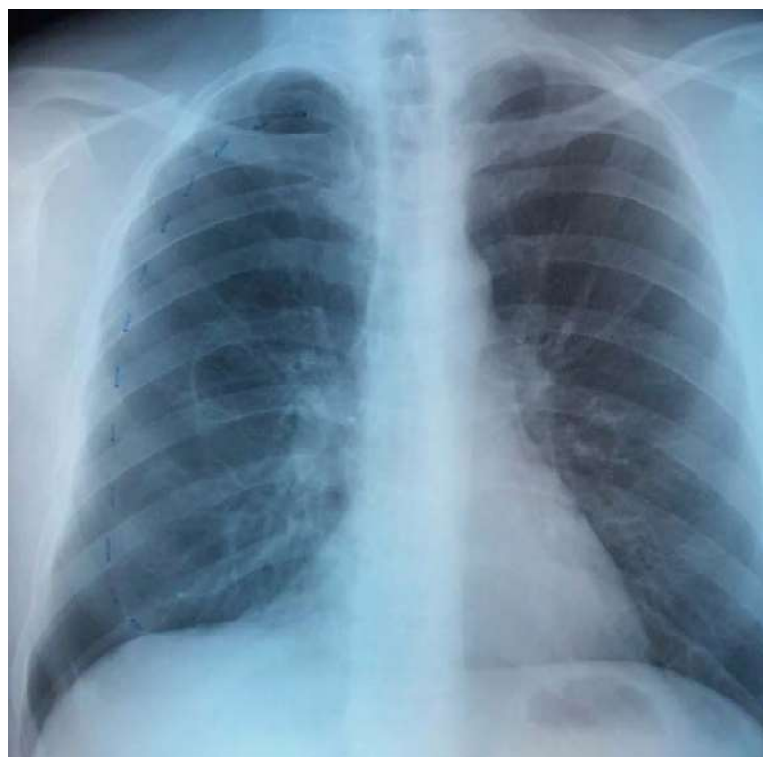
Radiographie thoracique de face : PNO droit complet.
